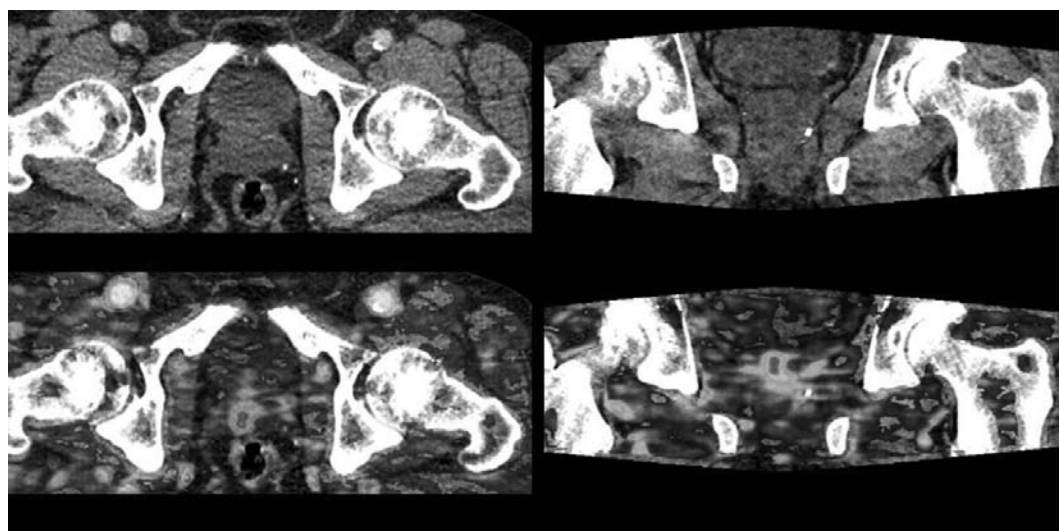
Компьютерная томография предстательной железы с внутривенным контрастированием и перфузионная карта предстательной железы
